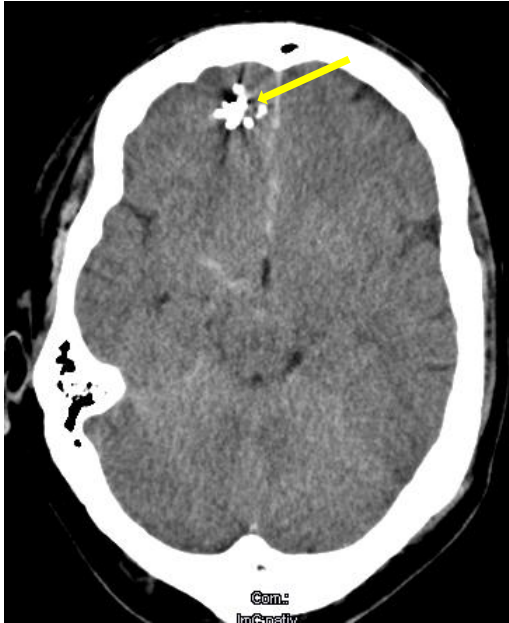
Kranielles CT. Axiale Projektion. Das Schussmaterial rechts frontal ohne weitere Zeichen einer hochenergetischen Verletzung (gelber Pfeil).
